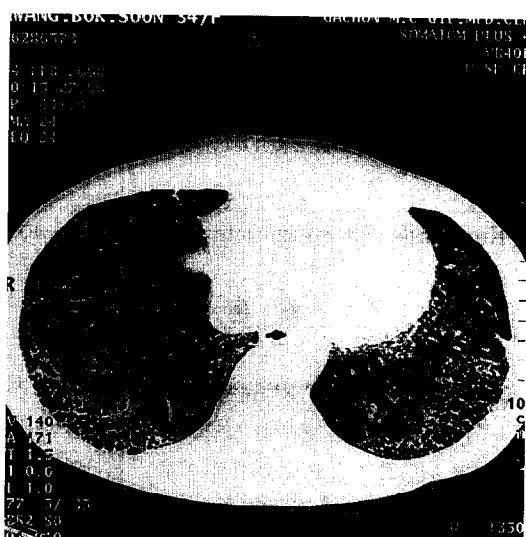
Initial HRCT reveals the reticular densities and honeycomb appearances in bilateral peripheral areas of both lower lobes and lingular segment of the left lobe, associated with ground-glass attenuation.
